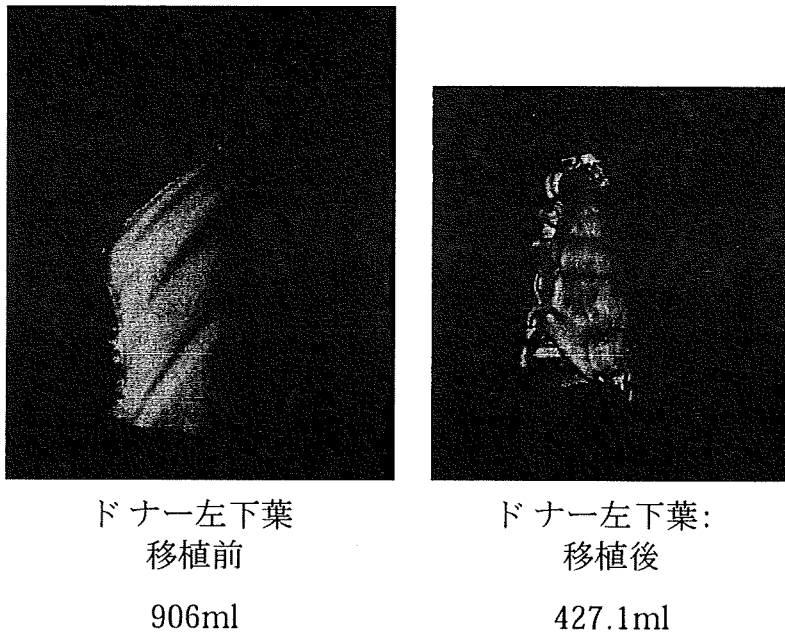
術後14日目の患児胸部3D-CTに基づく移植肺の状況(右)と母親の術前3D-CTに基づく左下葉(左)(吸気時)
